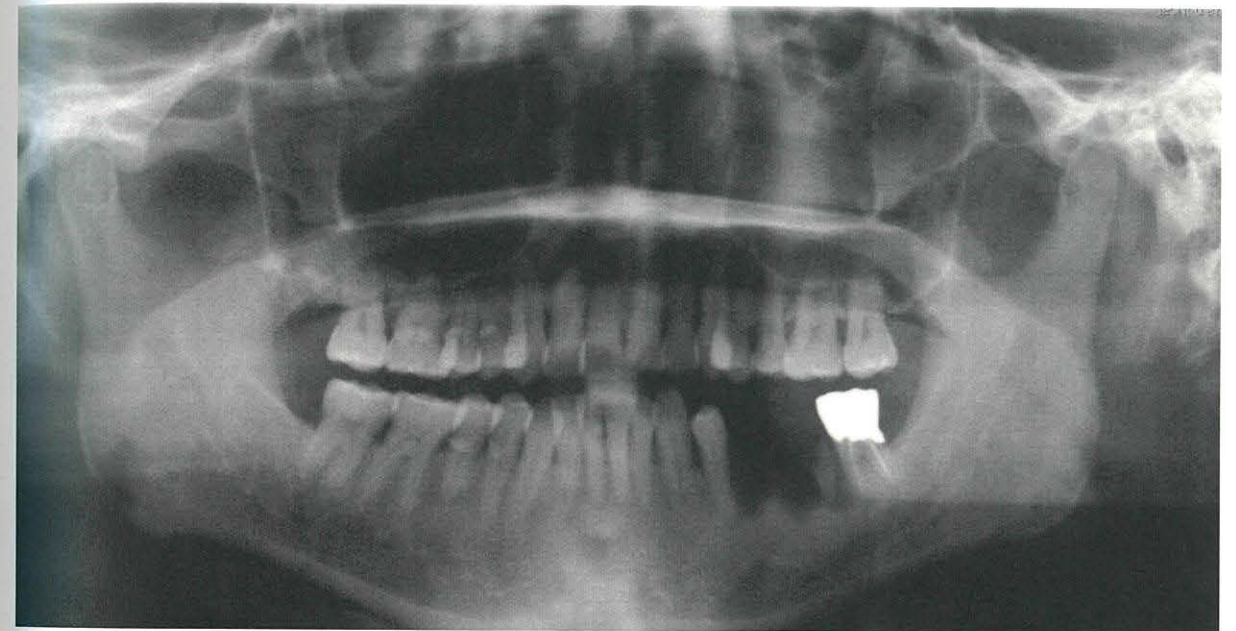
초진 시 panorama 방사선 사진. 좌측 하악 구치부에 중증도의 골소실이 관찰된다.
